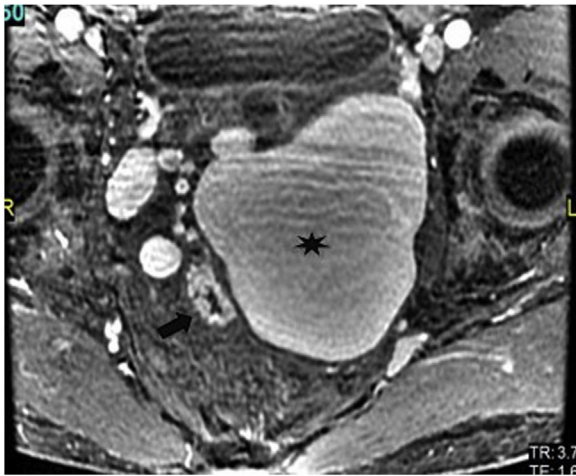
RMN pélvica en corte axial con secuencia LAVA. Se visualizan el recto (flecha) y la variz rectal adyacente (asterisco).
